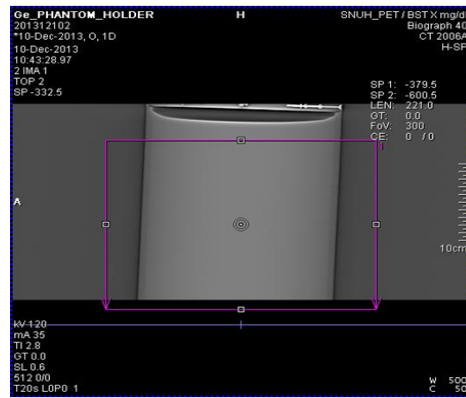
Not including pallet of FOV by AC-CT
